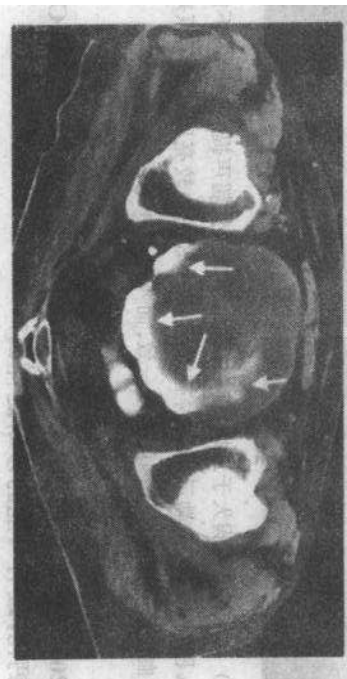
CT 图像示巨大移行细胞癌充满膀胱, 高密度区(箭示)为膀胱残腔
